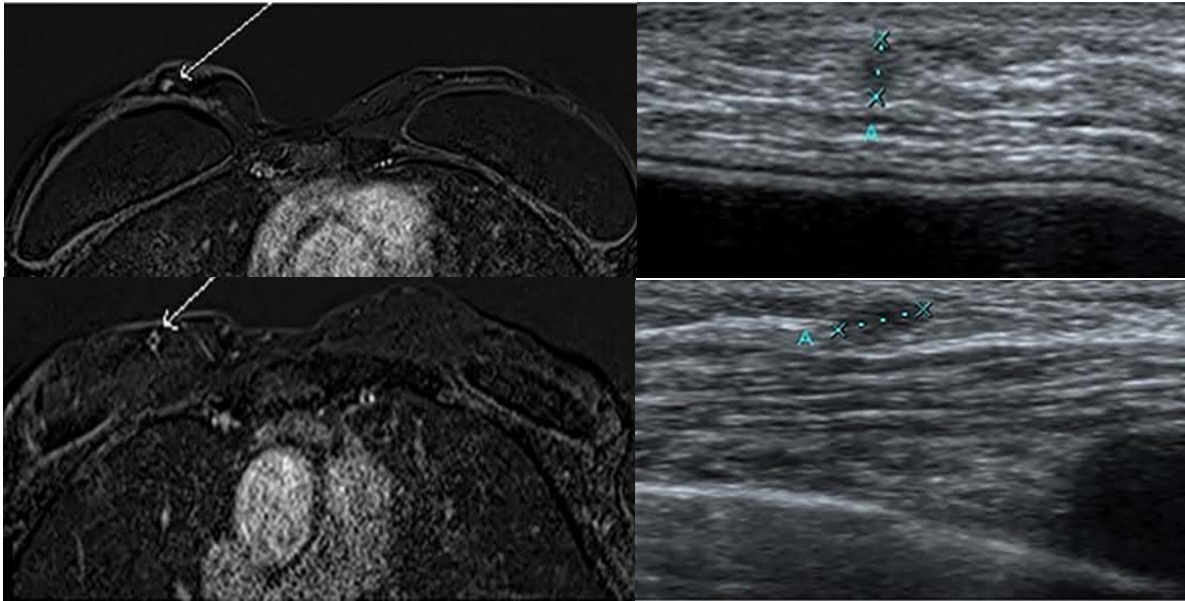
IRM et échographies mammaires chez une patiente de 43 ans atteinte d'un carcinome TN droit traité par mastectomie totale, porteuse d'une mutation de BRCA1. Mastectomie prophylactique gauche et reconstruction mammaire bilatérale. Palpation par la patiente d'une tuméfaction interne de la reconstruction mammaire droite. Les microbiopsies ont mis en évidence un carcinome triple négatif.
